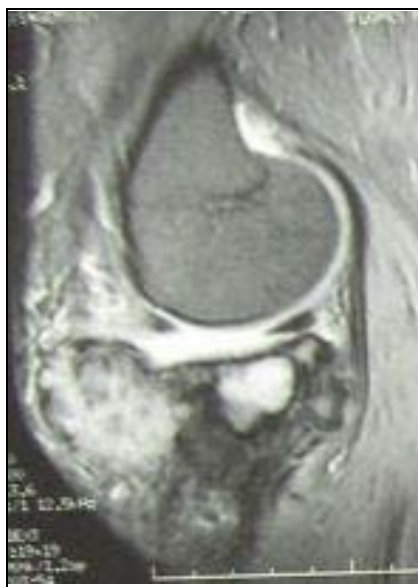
Resonancia magnética potenciada en T2 de recidiva tumoral de TCG de tibia proximal
